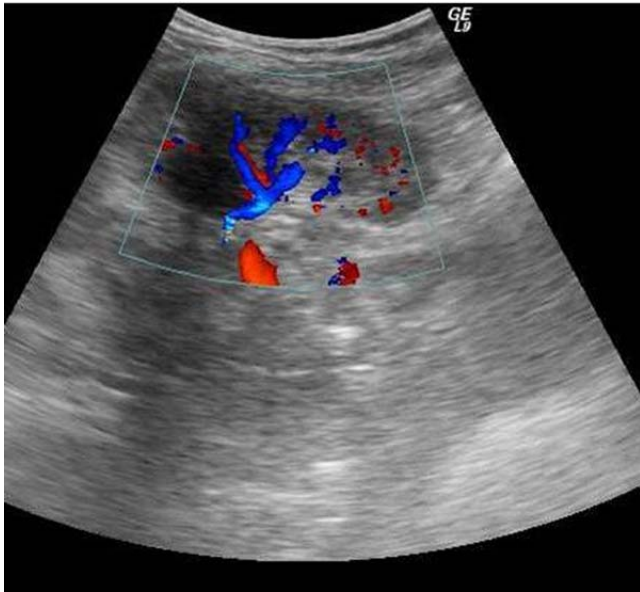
Échographie avec doppler du pyelon restant après chirurgie
